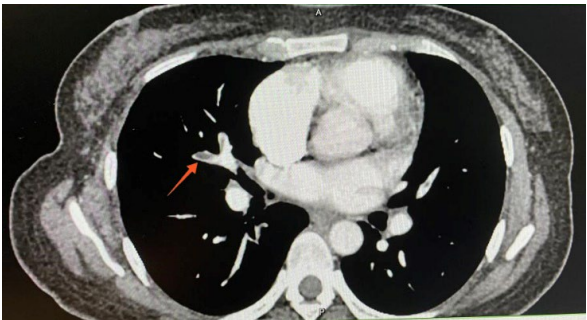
Pulmonary artery CT: Multiple pulmonary thrombosis
